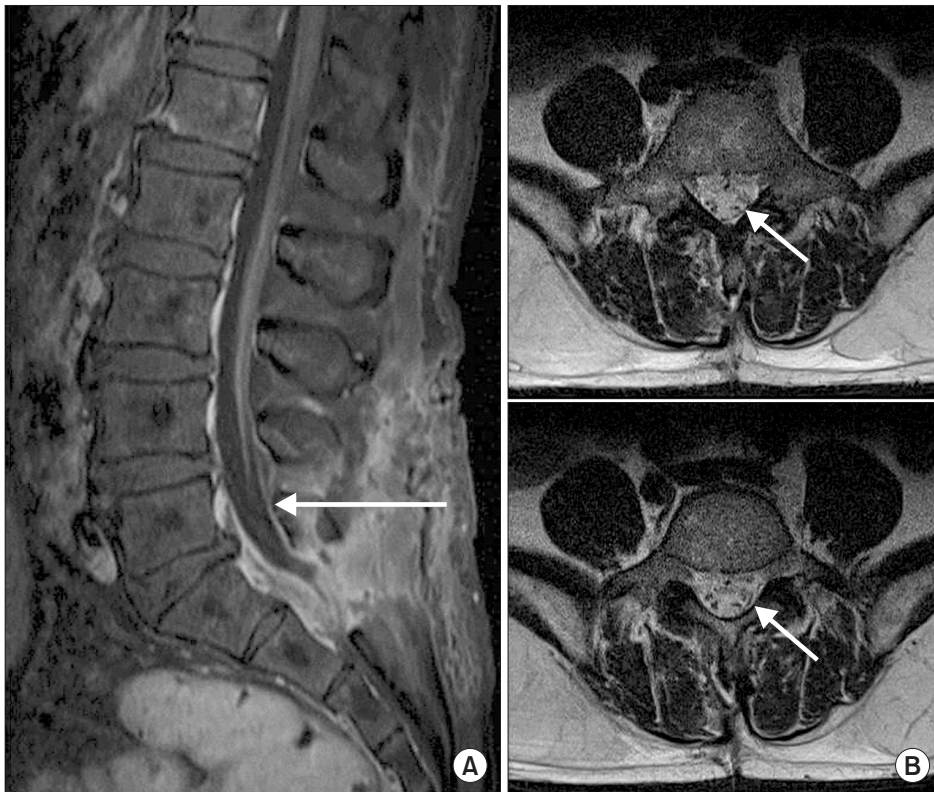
One month later, follow-up magnetic resonance imaging (MRIs). (A) Gadolinium-enhanced T1-weighted sagittal MRI shows no more dural enhancement (arrows). (B) T2-weighted axial MRIs show resolved clumping nerve roots (arrows).
